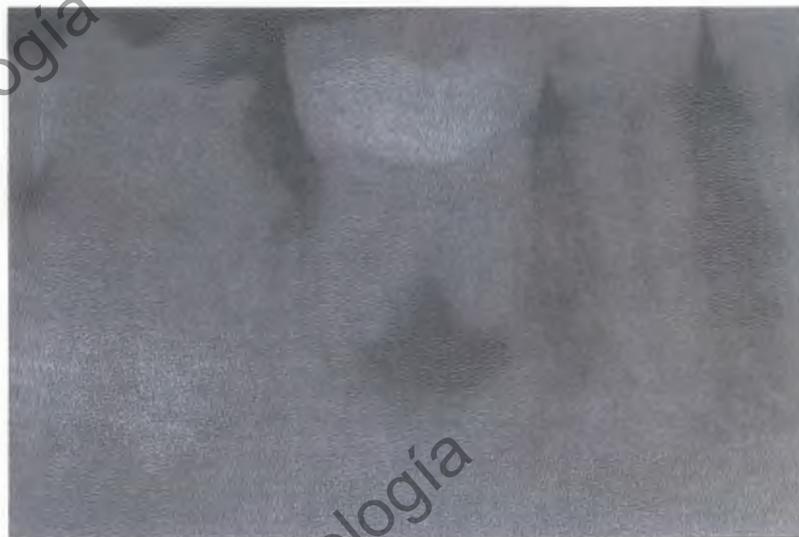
3ª y 3b. Radiografía de diagnóstico donde puede observarse una raíz ligua en el primer molar inferior. Radiografía de conductometría con los cuatro conductos permeabilizados.
